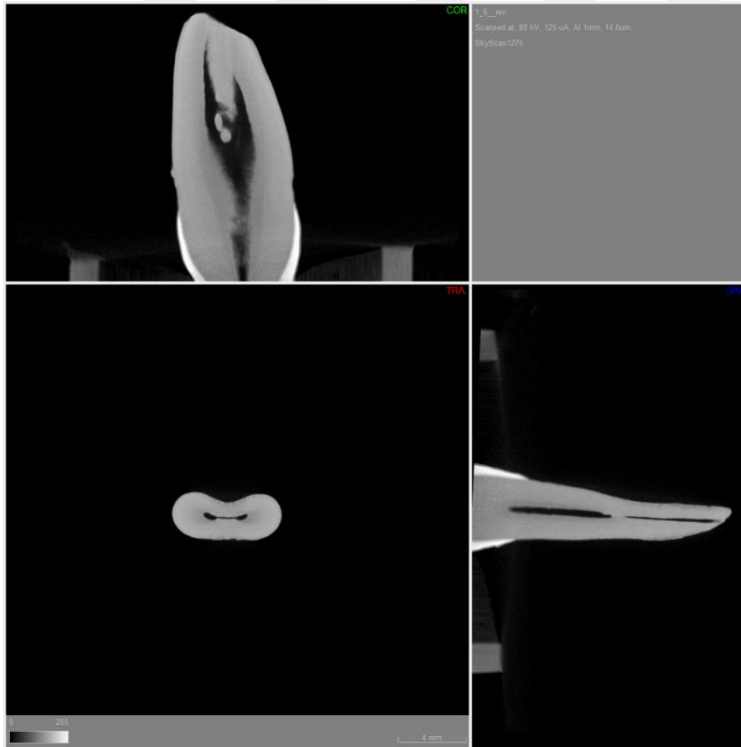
İşlem öncesi ve sonrası mikro-CT taramalarından elde edilen görüntülerin karşılaştırılması
